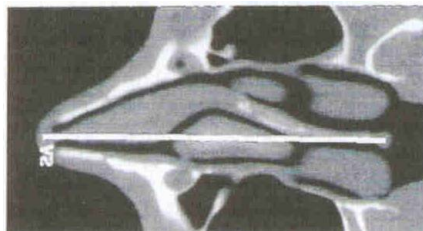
TC a través de una nariz con desviación septal. La línea ilustra la posición de un septum derecho.
